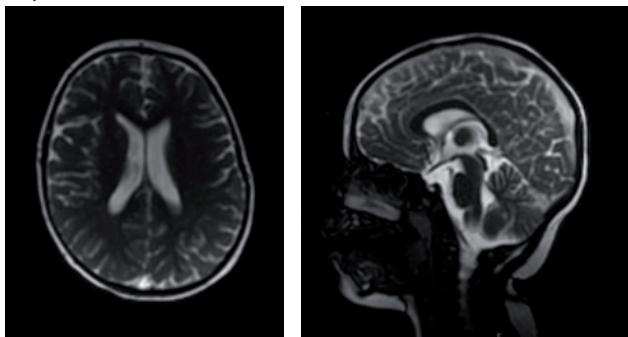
МРТ (1,5 Т) – органической патологии не выявлено
